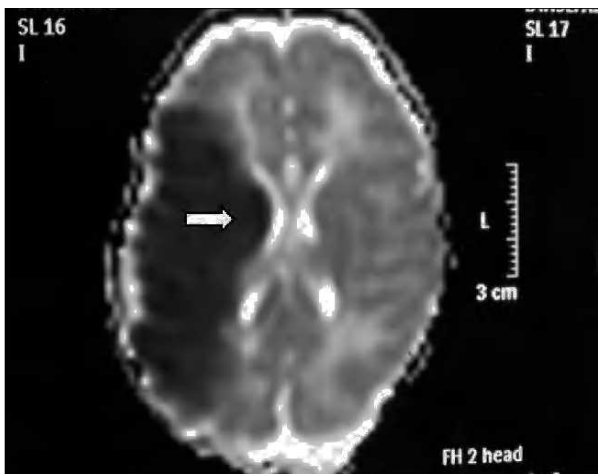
RM axial con técnicas de difusión (DWMRI). Ausencia de señal en el lóbulo parietal derecho.
